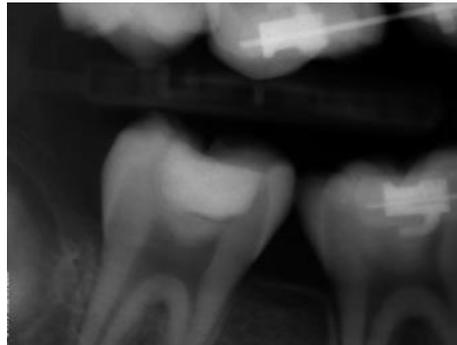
Radiographie préopératoire chez une jeune patiente de 16 ans rapportant des douleurs aiguës intermittentes sur la dent 47 – source : Simon et al. (28)
